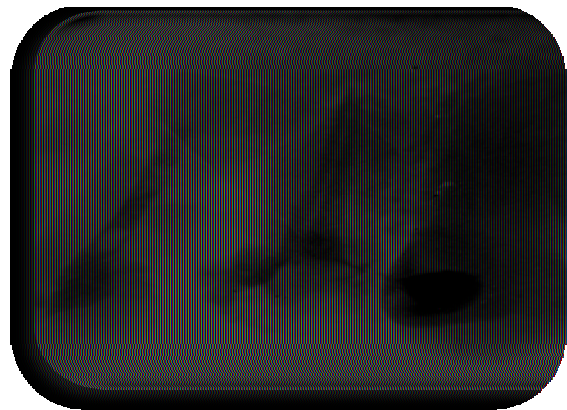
radiographie de l'obturation de la 24
